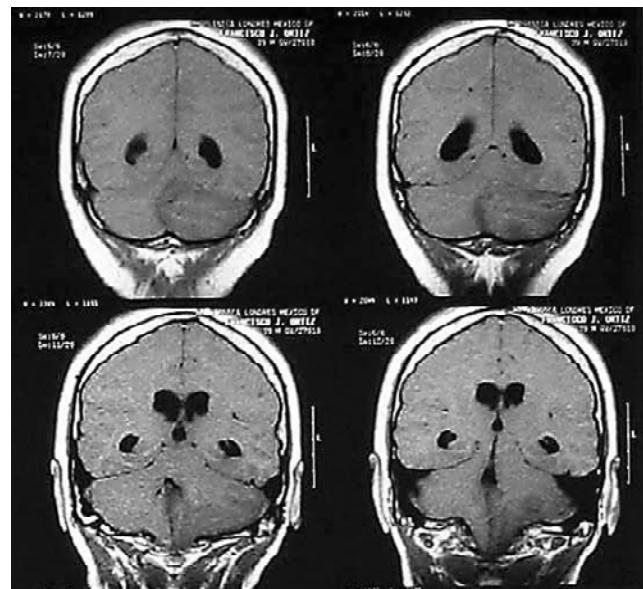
IRM que muestra imagen hipointensa por infarto cerebeloso, mismo enfermo de figura 50-2.
